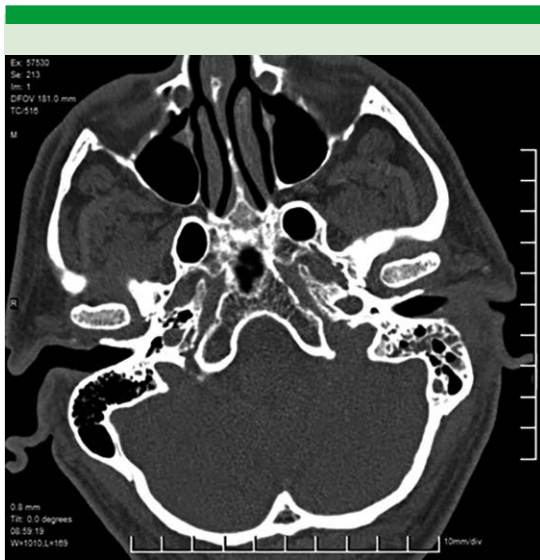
Tomografía computada corte axial a nivel del peñasco. Se evidencia una lesión ocupante del oído externo derecho y celdas mastoideas ocupadas con destrucción parcial ósea.
